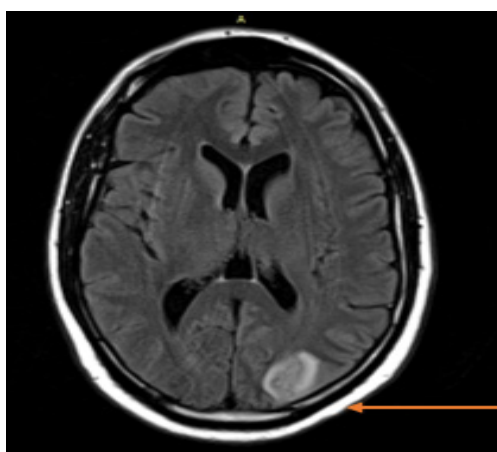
T2 FLAIR sequence showing ischemia of the posterior cerebral artery
